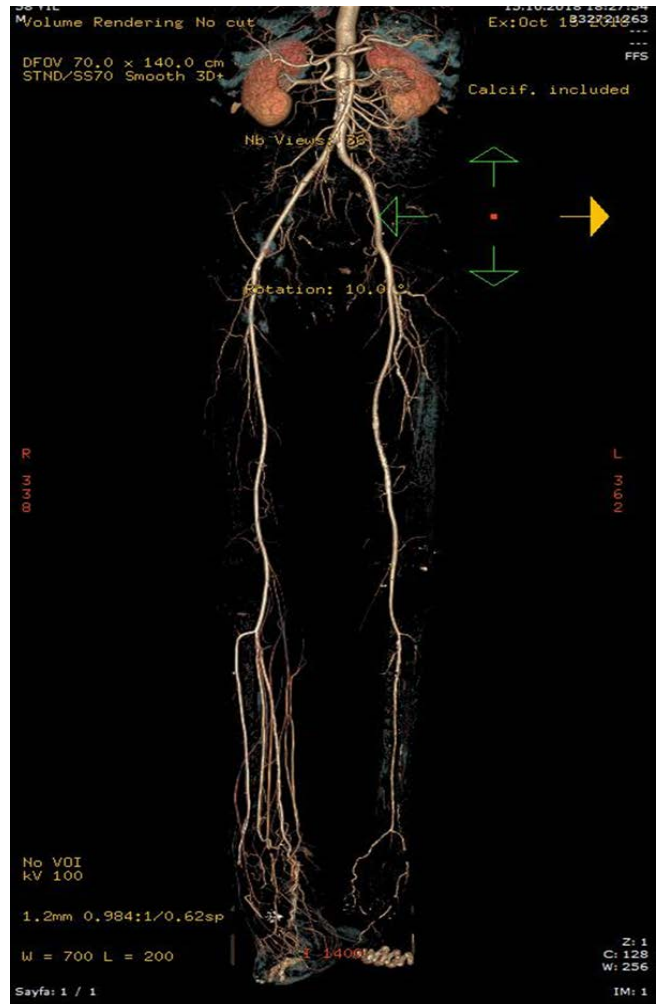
In MIP CT angiography image; The peroneal artery on the left is very fine calibrated, but cannot be traced in the lower half (occluded?).
